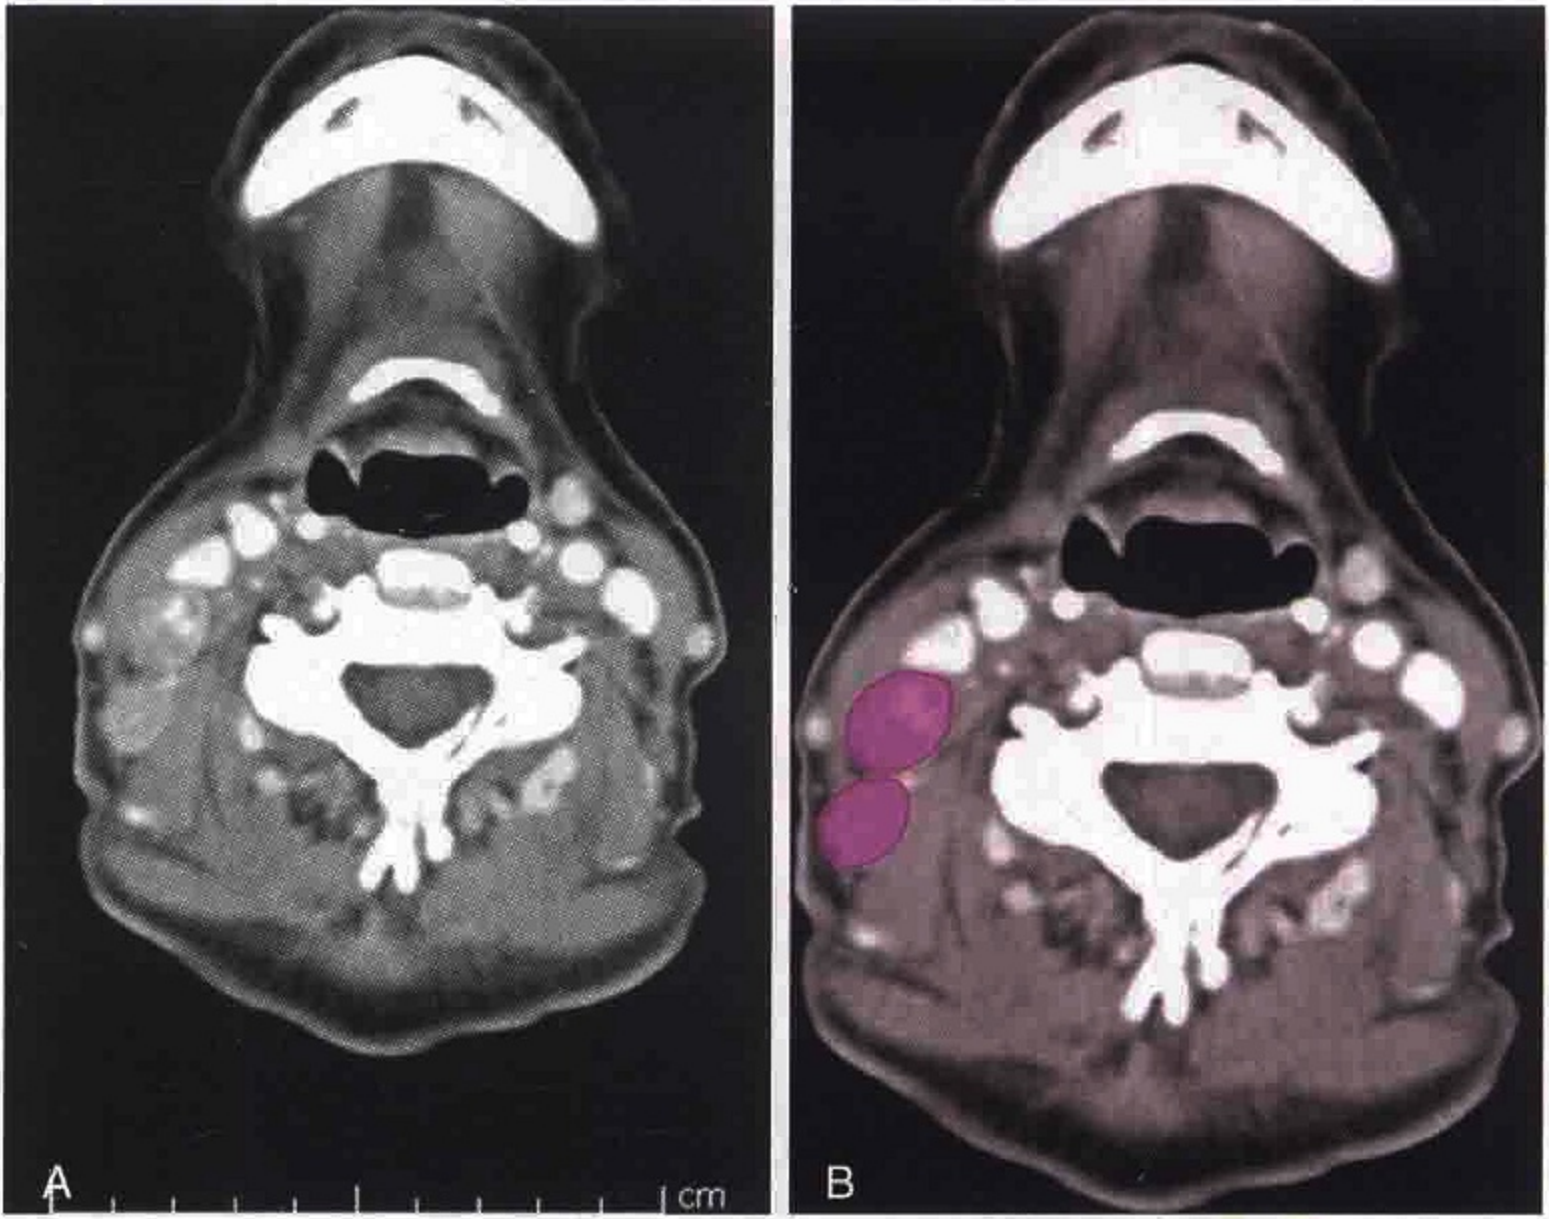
A. 横轴位 CT 增强扫描显示右侧肿大的Ⅲ区淋巴结。B. 淋巴结被勾画出来
